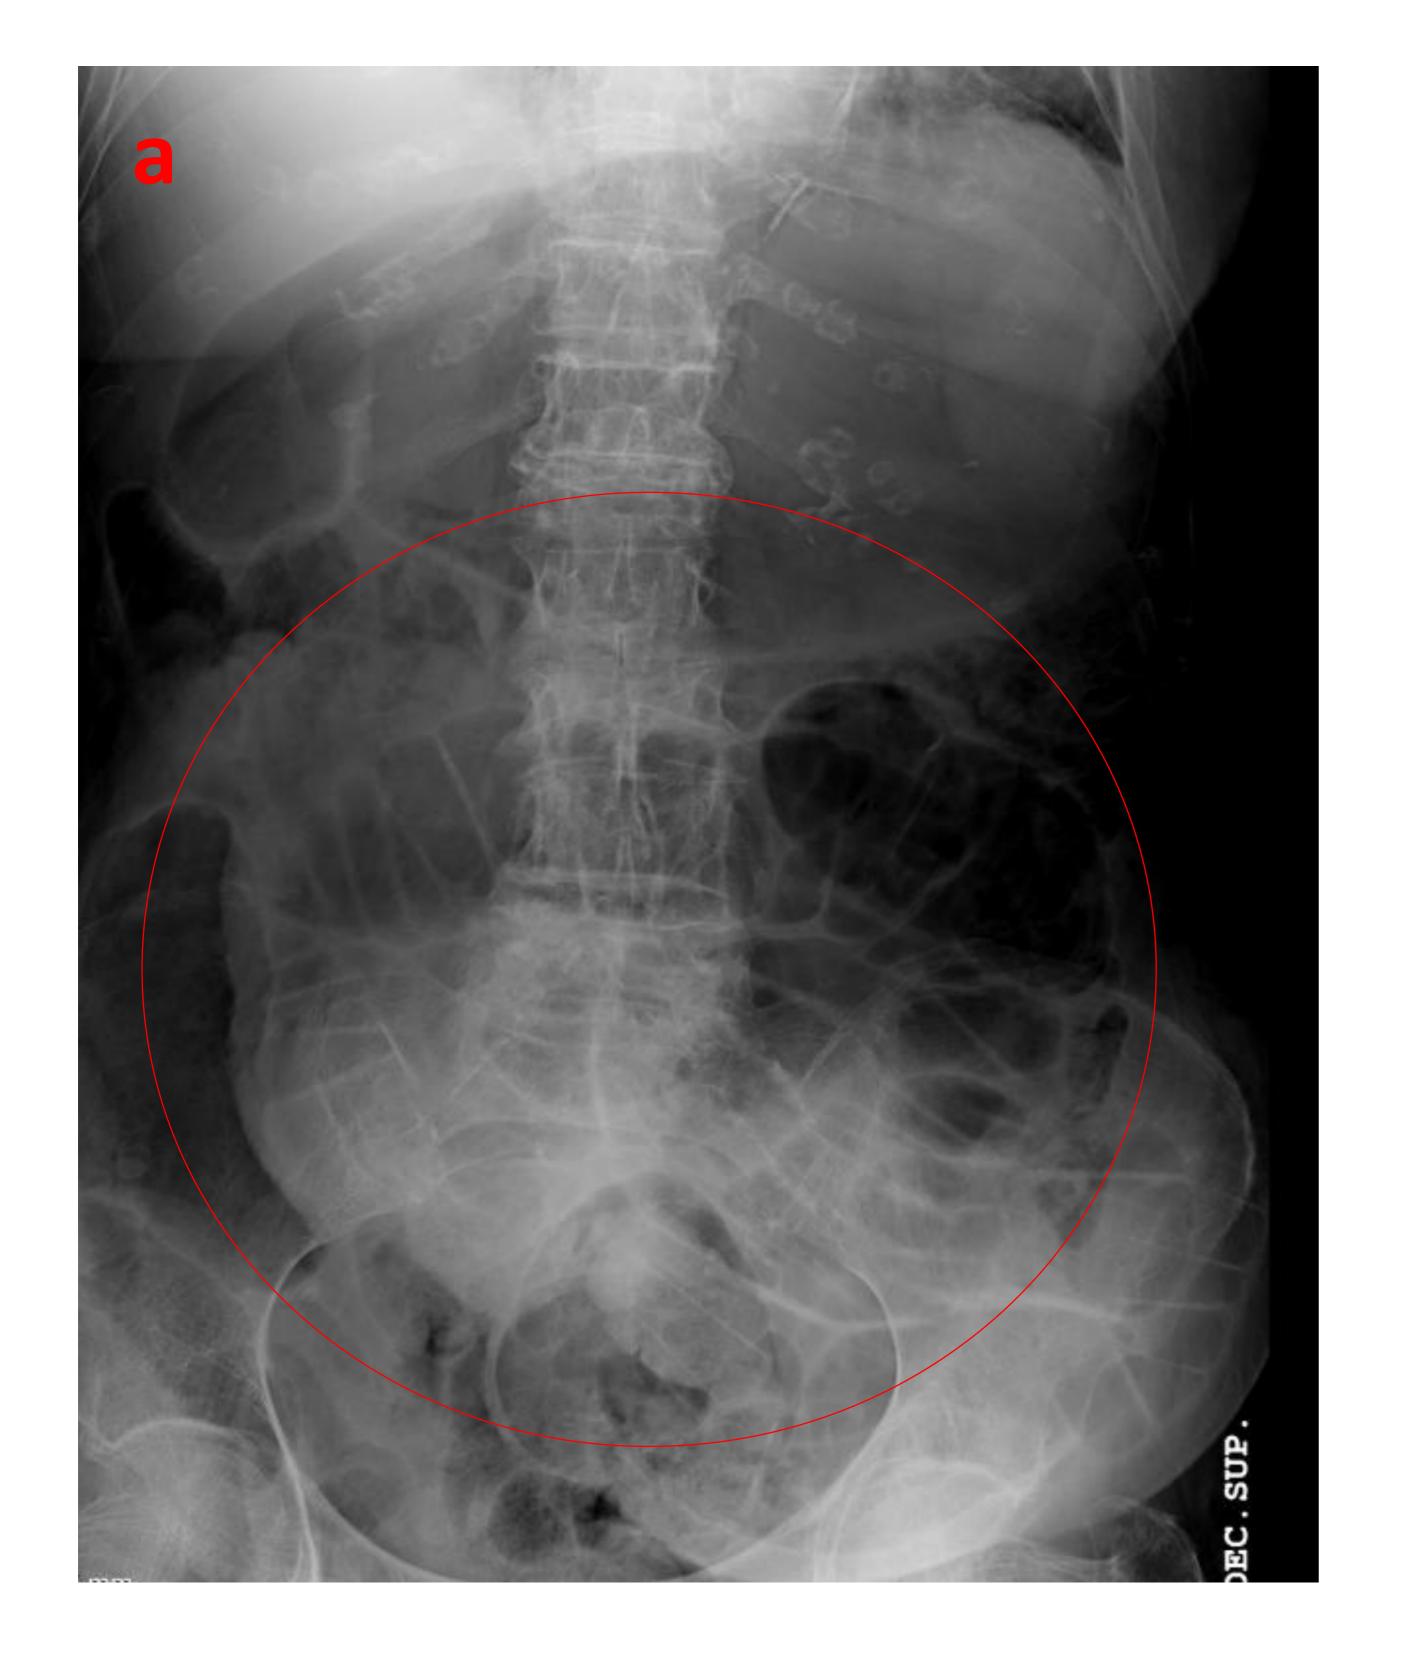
(a) Rx de abdomen con importante dilatación del marco cólico (flecha roja). (b) TC abdominopélvico del mismo paciente que muestra dilatación de colon (obstrucción) en relación con vólvulo, observándose cambio de calibre en raíz del mesenterio (flecha roja). Se trataría de una obstrucción de alto grado.
